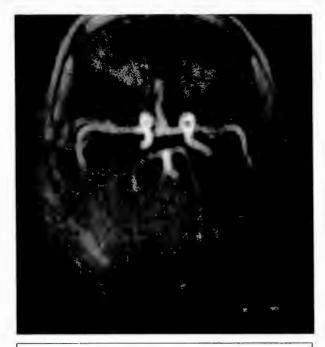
Angioresonancia Magnética muestra desplazamiento de arterias cerebrales posteriores
